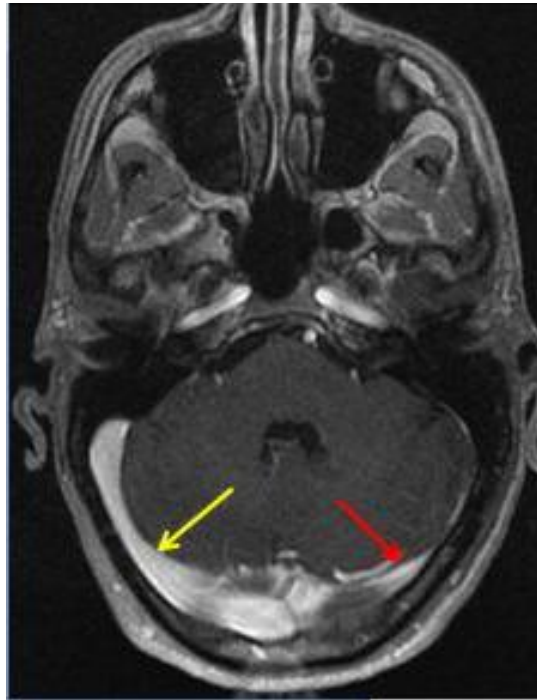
IRM cérébrale en 3D T1 injectée montrant une hypoplasie du sinus latéral gauche.
